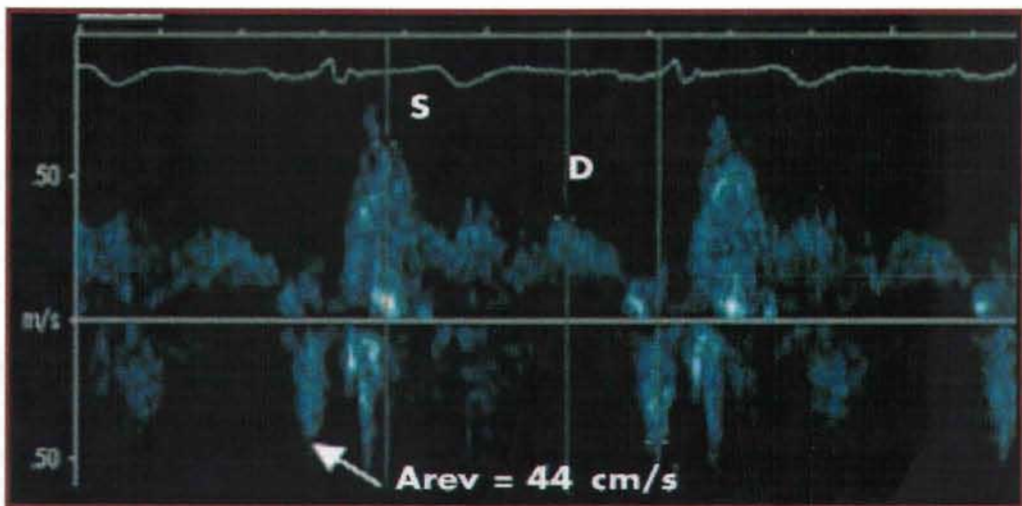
Estudio Doppler del flujo venoso pulmonar. Velocidad de la onda A retrograda.
